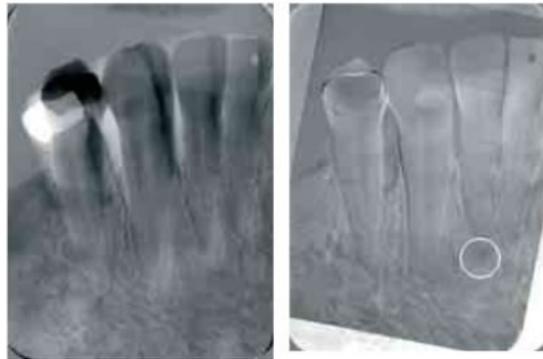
Radiografía de RSD ⁵⁰
